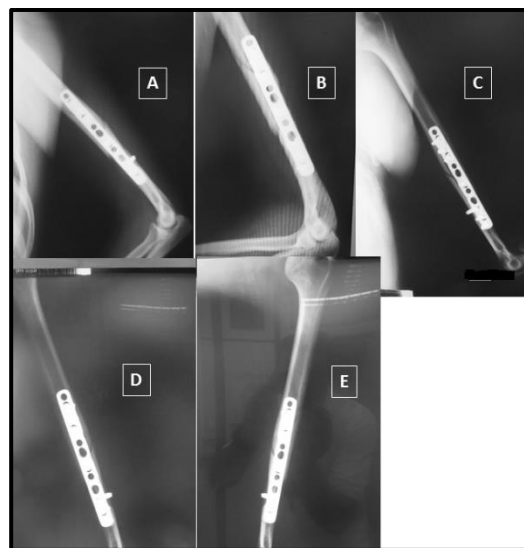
Radiografias com incidência perfil, demonstrando a não consolidação da fratura entre janeiro e abril de 2015. A – 12/01/2015, B – 28/01/2015, C – 24/02/2015, D – 27/03/2015 e E – 24/04/2015.
